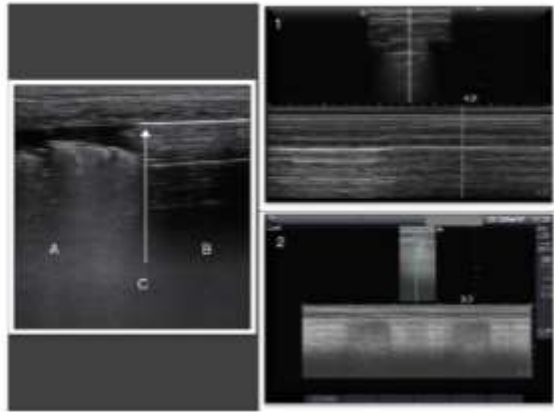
Neumotorax: Izq: Modo B: A. Parénquima pulmonar sin neumotórax; B: área de neumotórax; C: "lung point": zona dónde se inicia el neumotórax separando el parénquima normal del mismo. Derch. Arriba: Modo M: Neumotórax; Derch. Abajo: Modo M: Pulmón Normal. ⁴ Quintana Gordon, F. B., y B. Nacarino Alcorta. Basic lung ultrasound. Part 1. Normal lung ultrasound and diseases of the chest wall and the pleura. *REDAR*. 2015; 62 (6): 322-36.
